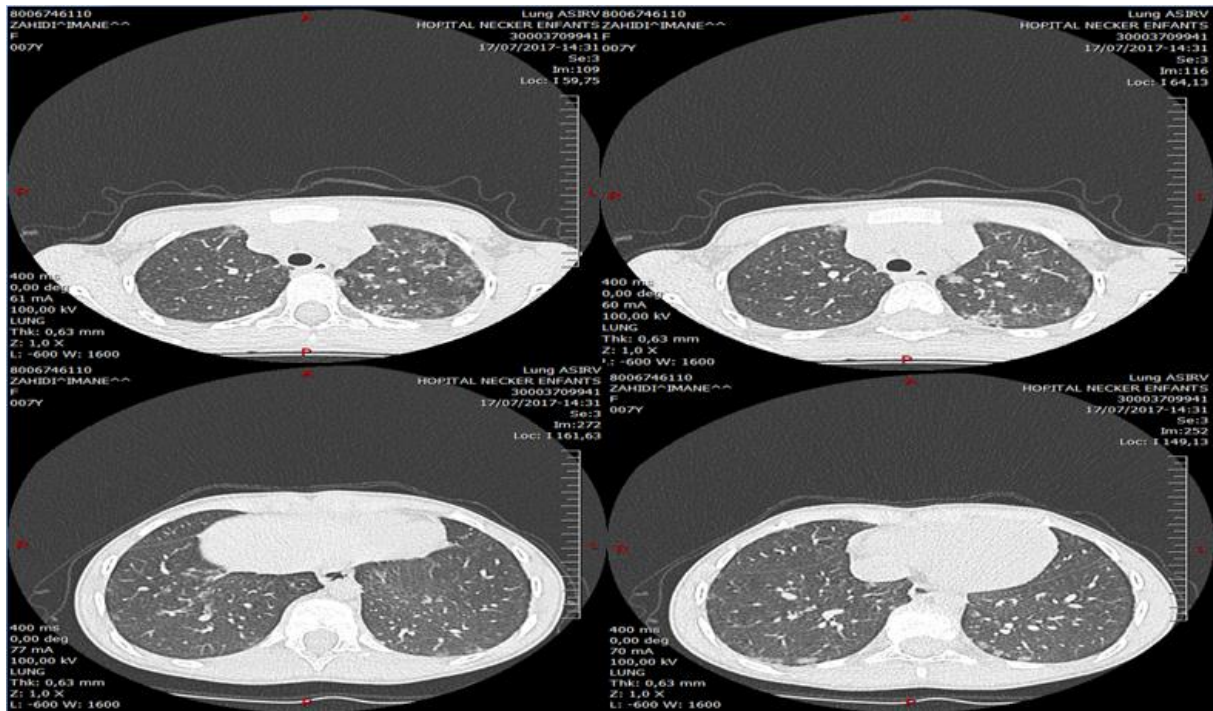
TDM thoracique réalisée le 17/07/2017 montrant un nettoyage radiologique avec une régression importante des lésions en crazy paving.
